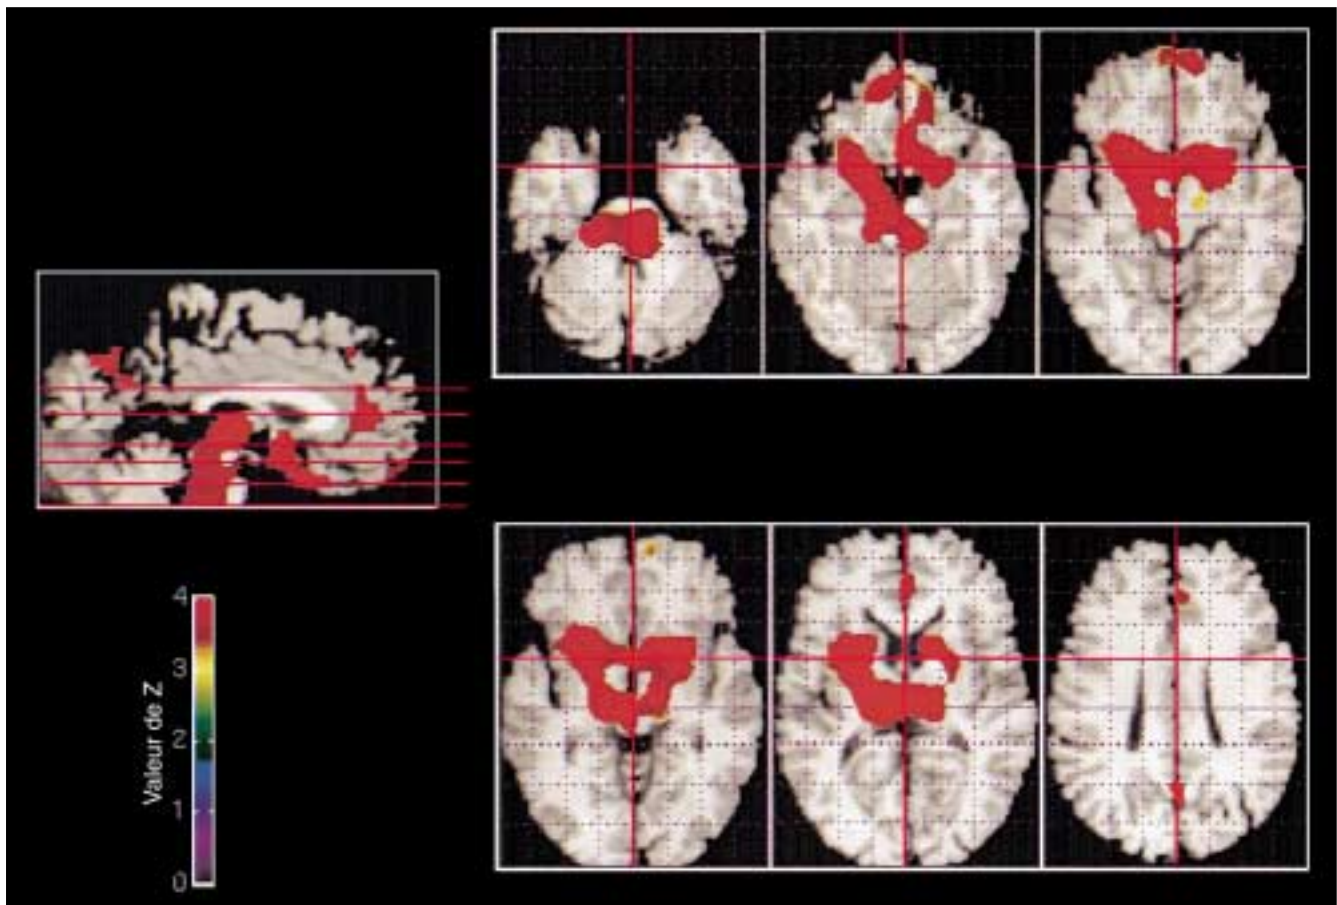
Régions cérébrales qui se désactivent le plus durant le sommeil lent profond. Les données sont affichées dans l'espace de Talairach et placées sur une IRM standard, elle-même normalisée dans cet espace. Un plan sagittal indique la position des six plans transverses repris (-28, -16, -8, -4, 8 et 24 mm par rapport au plan bicommissural). L'échelle de couleurs représente la signification statistique des résultats. La droite des plans transverses représente la gauche des sujets, la partie antérieure du cerveau étant en haut. (Reproduit avec la permission du Journal of Neuroscience [4].)
